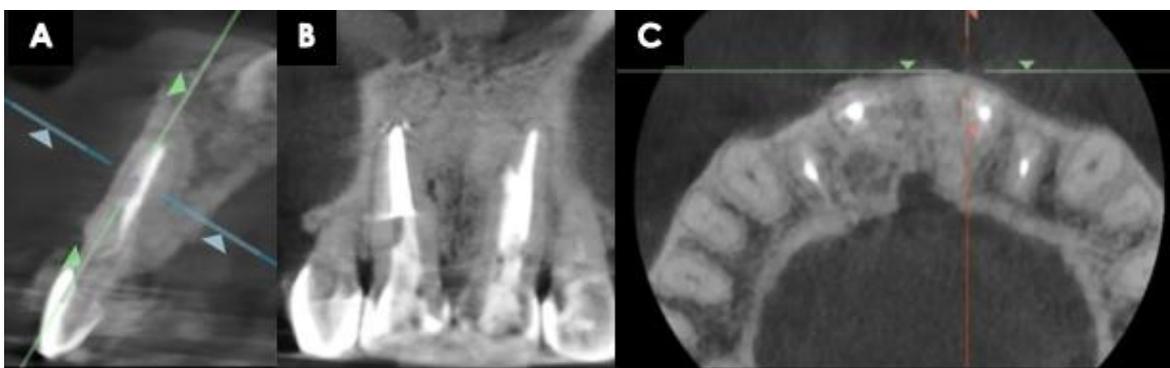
1A: Radiografía periapical inicial evidencia radio lucidez en entre el tercio medio y apical de la pieza dental. 1B: Corte tomográfico coronal que nos proporcionan las medidas de la lesión, (box 5x5); 1C: Corte tomográfico axial se puede observar que la lesión ha comprometido la tabla vestibular.
